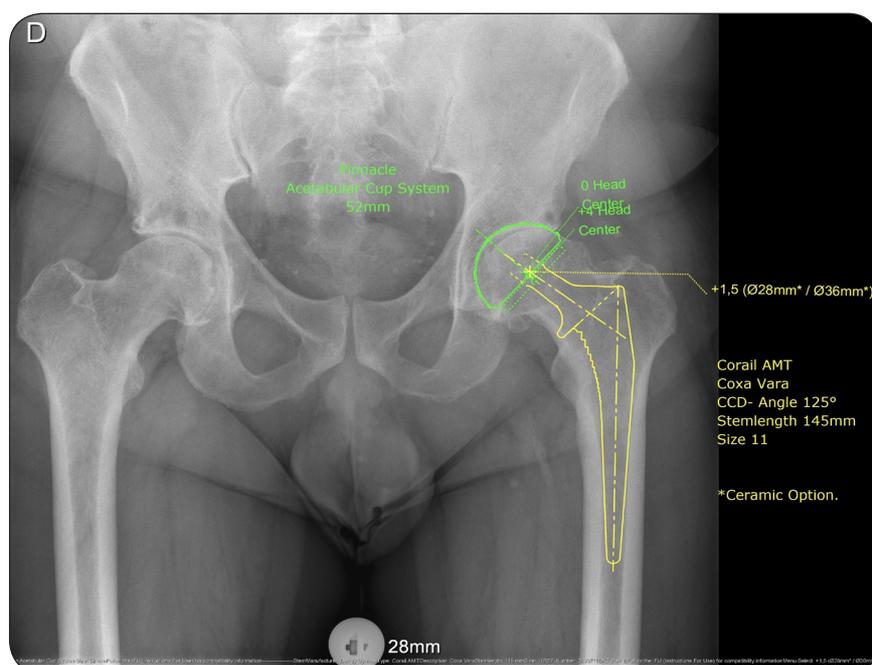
Calque préopératoire montrant les informations (type, taille, offset, ...) des différents implants prothétiques (cupule, tige et tête) sur une radiographie de bassin centrée sur la symphyse pubienne utilisant une bille de calibration de 28 mm de diamètre.
